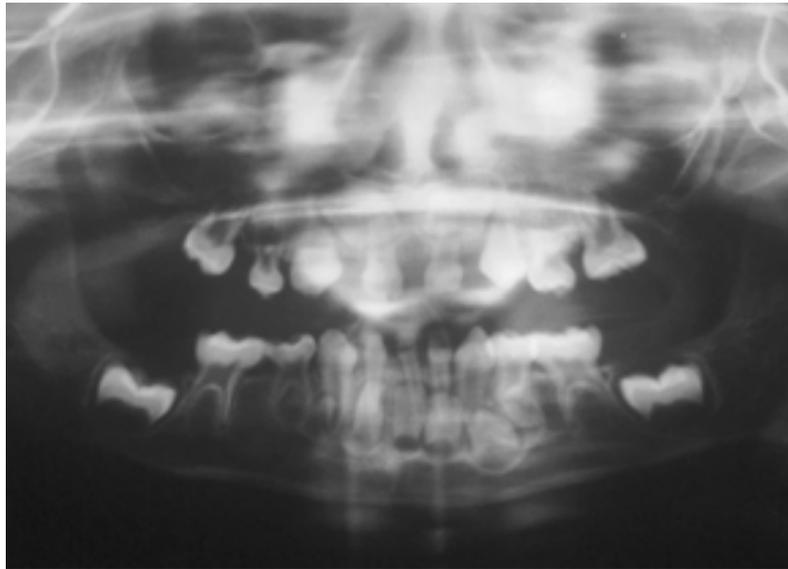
Ortopantomografía Panorámica en la que se observa las agenesias múltiples así como las cámaras pulpares taurodónticas.
